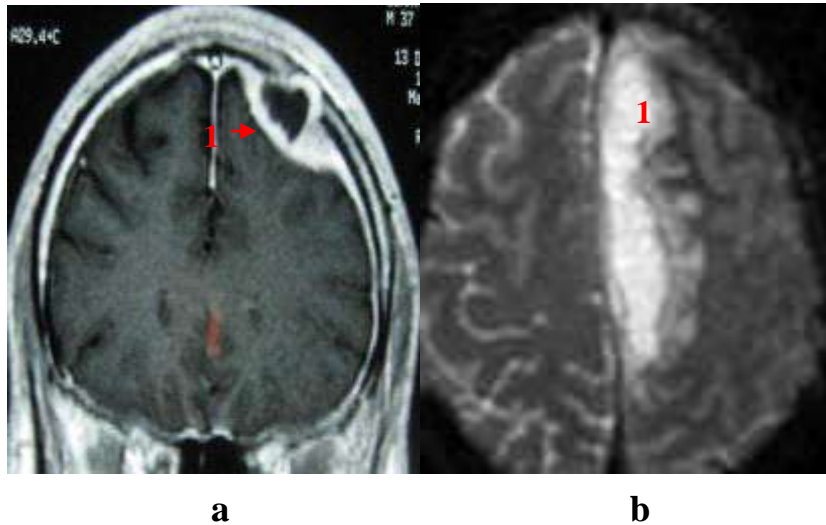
Empyème à l'IRM morphologique et diffusion
